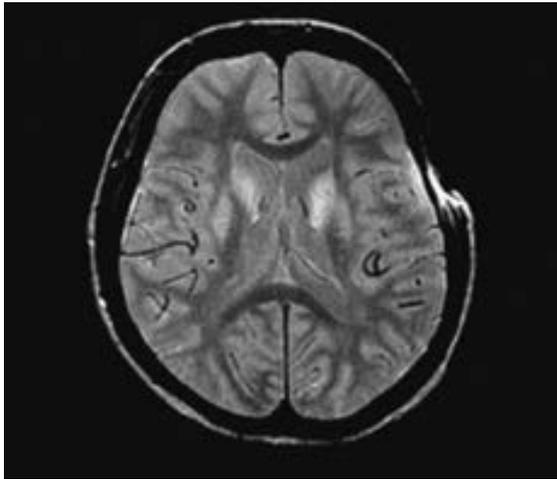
IRM de una mujer de 31 años de edad con enfermedad de Wilson. Se muestra hiperintensidad en T2 que compromete a los ganglios basales y al tálamo de manera bilateral. Otras imágenes mostraron hiperintensidad en T2 del mesencéfalo dorsal y protuberancia anular central, acortamiento en T1 que involucra a los ganglios basales bilateralmente y atrofia cerebral difusa. (Imagen cortesía de A Gean.)
